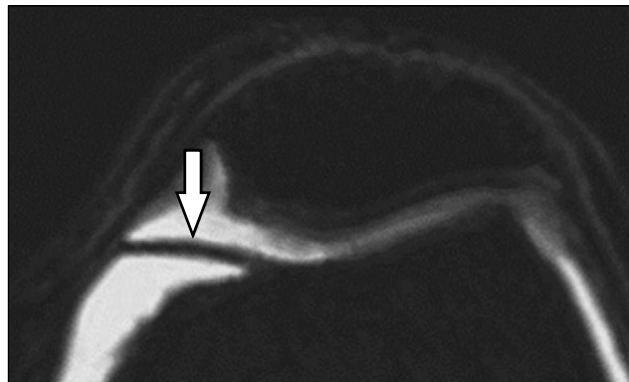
Полученная с помощью магнитно-резонансной томографии картина медиопателлярной синовиальной складки
